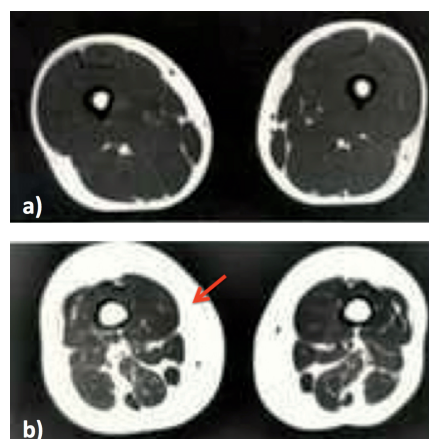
MRI-Bilder (T1-Gewichtung) der Oberschenkel eines jüngeren Menschen (a) und eines betagten Menschen (b). Der rote Pfeil zeigt die Zunahme des Fettgewebes auf Kosten der Muskulatur beim betagten Menschen (Copyright Universitätsspital Basel).
